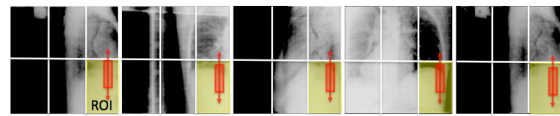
治療同時 CBCT 再構成システムの概要
